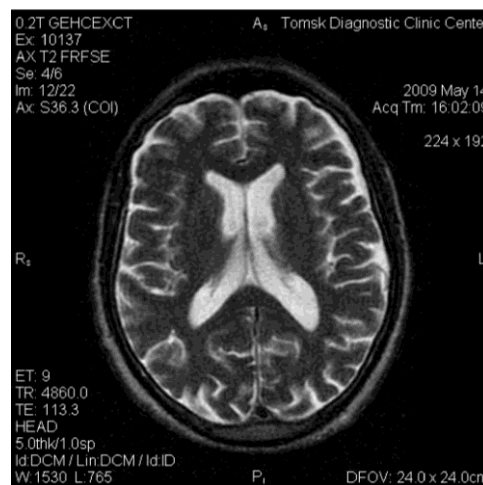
МРТ головного мозга больного Т. Расширение задних рогов боковых желудочков с баллонообразной их деформацией
